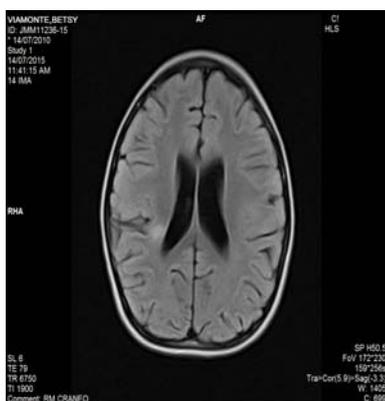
Imagen IRM hiperintensas periventricular derecho y subcortical en región frontal izquierda
